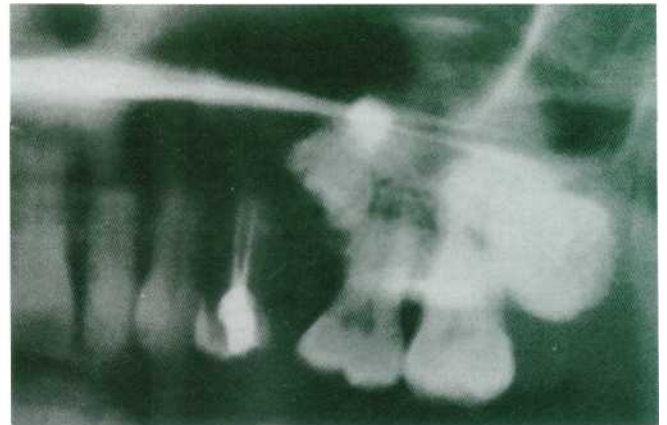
Molar temporal sumergido en íntima relación con el seno maxilar (detalle de la ortopantomografía).
